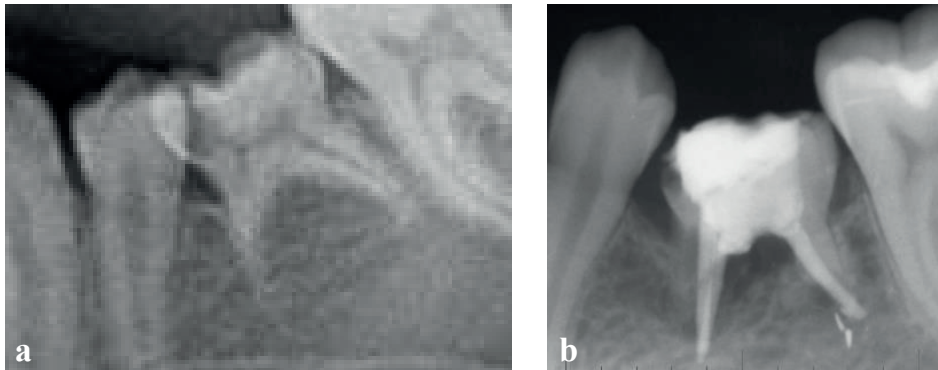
2 yıllık kontrol. a. Başlangıç radyografisi. b. Patolojik kök rezorpsiyonu sebebiyle başarısız bir kök kanal tedavisi
